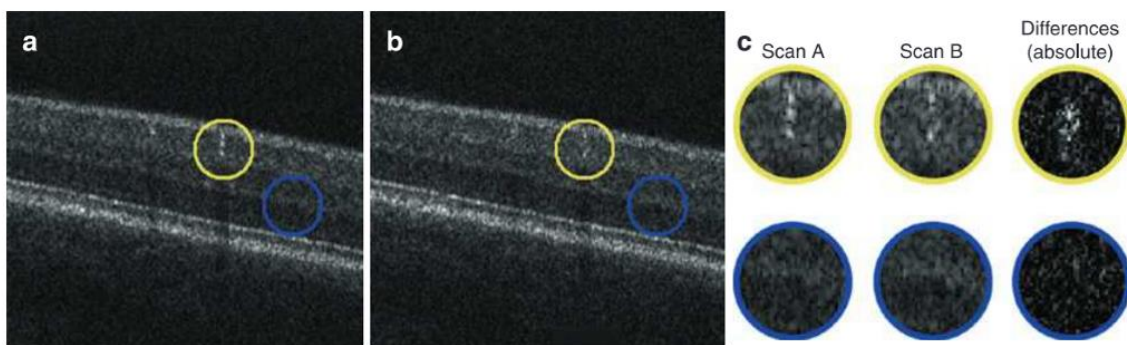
Principe de l'angiographie par tomographie en cohérence optique (OCT-A). a) et b) : B-scans acquis à deux instants différents ; c) différences entre B-scans, dues à la circulation sanguine. La différence est plus franche au niveau de la rétine superficielle (cercle jaune), que dans la rétine profonde (cercle bleu), moins perfusé. Tirée de [17].
